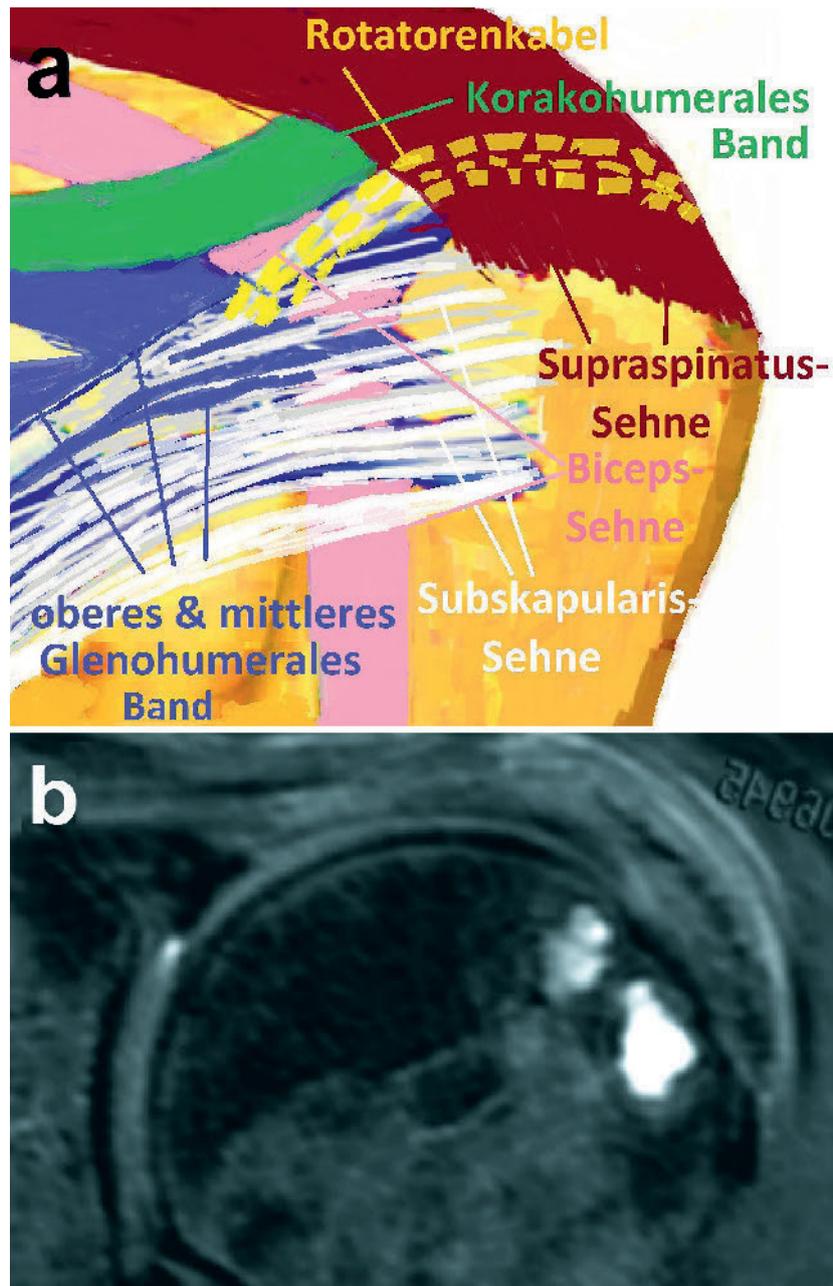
(a) Wichtige Kapselbandstrukturen (bunt dargestellt) liegen unterhalb oder in der Tiefe der Rotatorenmanschette, weshalb sie ausschließlich mit arthroskopischer Sicht von intraartikulär sicher beurteilbar sind. Erfolgt die Naht unter entsprechender Sicht, können die Nähte sehr gezielt in das stabile und damit nahttaugliche Sehngewebe am oder im medialen Rotatorenkabel platziert werden. Der bei Re-Rupturen am häufigsten zu findende Schwachpunkt einer Manschettennaht, nämlich der "Cut-Out" des Nahtmaterials durch die Sehnen, ist somit sinnvoll adressiert. Auch werden wichtige Kapselbandstrukturen wie bspw. der Pulley, die Bizepssehne etc., die nicht verzogen oder gar eingenäht werden sollten, so sicher geschont. Dies reduziert biomechanische Probleme, von der insuffizienten Naht über eine symptomatische Bizepssehne bis hin zum Auftreten einer Schultersteife. (b) MRT eines Patienten mit einer Supraspinatussehnenruptur. Hier zeigt sich der gar nicht so seltene Befund von Knochenzysten im Tuberculum majus und weiter medial. Da eine feste Ankerplatzierung hier erschwert ist, sind arthroskopische transossäre Nahttechniken in solchen Fällen eine hilfreiche Möglichkeit.
